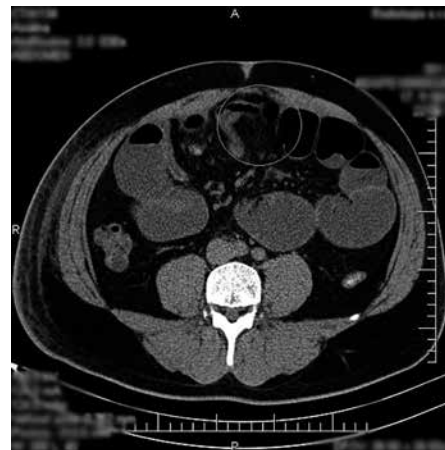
CT obraz inflamovaného segmentu tenkého čreva s medzikľučkovým abscesom
